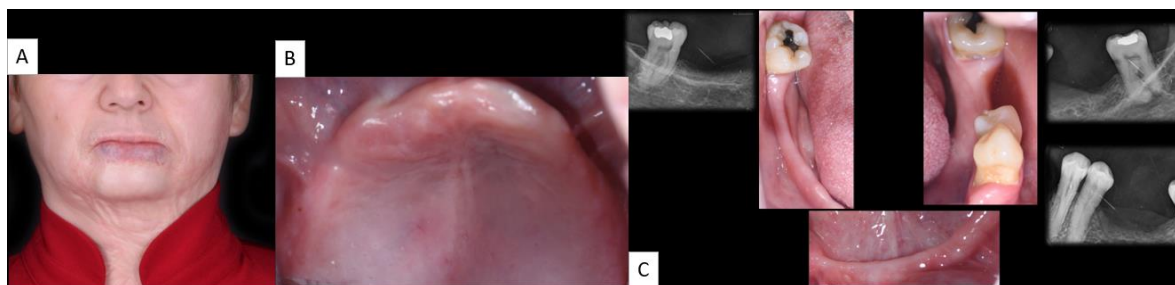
A) Fotografía extraoral. Se aprecia la cicatriz queloide alrededor de boca y cuello. B) Fotografía de maxilar C) Fotografía de mandíbula y radiografías periapicales. Se muestran los dientes 47, 36, 35, y 34. Las fotografías fueron tomadas en sextantes debido a la limitación en apertura.
